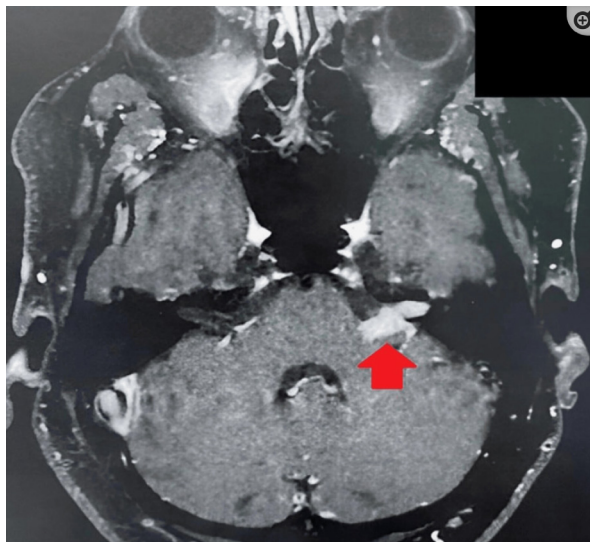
Ressonância magnética pré-operatória em T1 mostrando uma lesão expansiva com realce após administração de gadolínio localizada ao longo do trajeto do canal auditivo interno esquerdo e ângulo cerebelopontino, medindo aproximadamente 1,4 cm no eixo laterolateral. A seta vermelha indica o tumor.⁹
